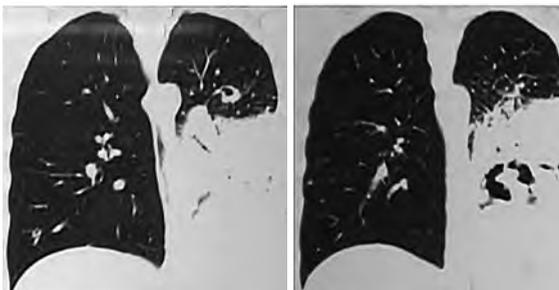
TC de tórax ventana pulmonar corte coronal y axial
